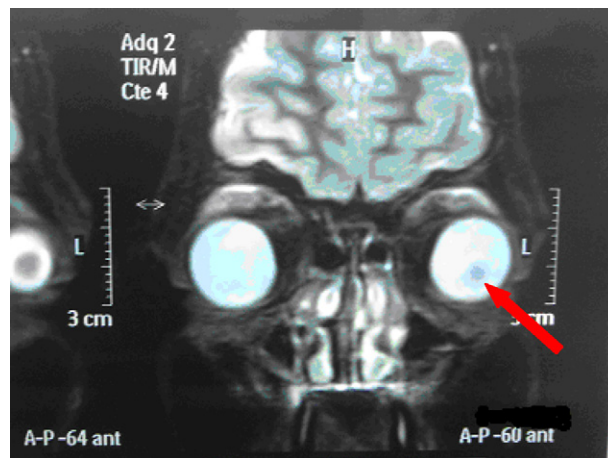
Imagen por resonancia magnética orbitaria sin contraste que muestra una lesión hipointensa en T1 (véase flecha).
